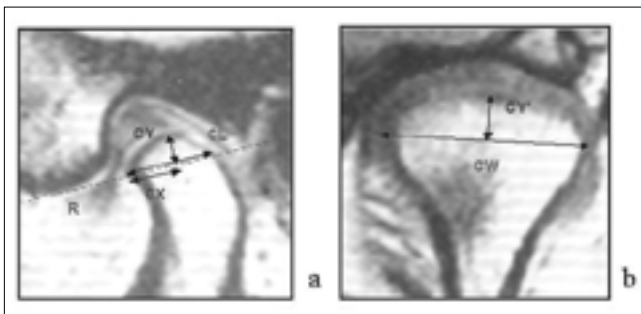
Measurement of condyle size was performed on the sagittal and coronal MR image at each reference points and lines. a. R : reference line, CL : A-P maximum length, CX : anterior functional length, CY : maximum functional height, b. CW : M-L maximum width, CY' : height of C at center.
